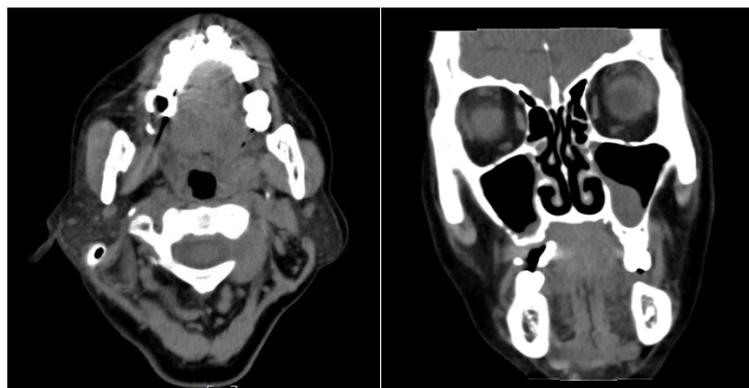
CT image of 7-week follow-up after targeted therapy
